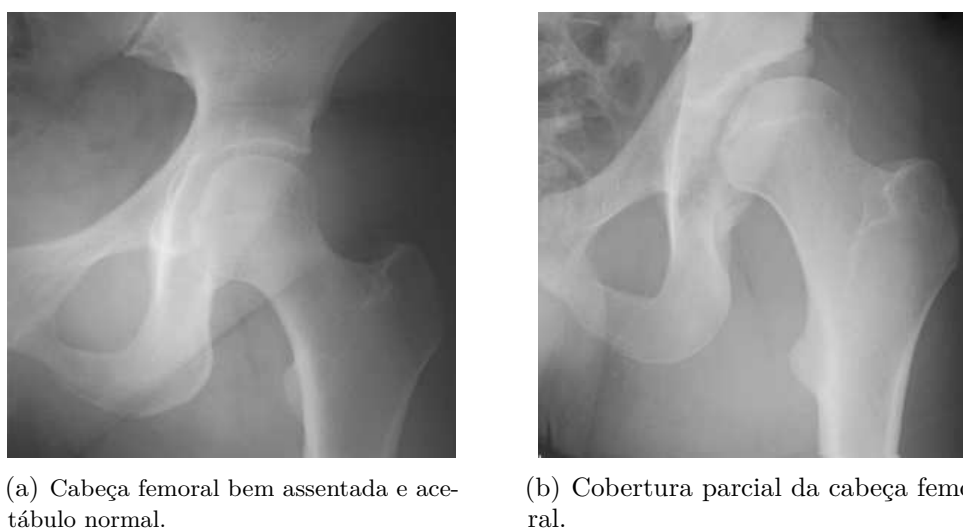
Radiografias: (a) Quadril normal e (b) Displásico [6].
